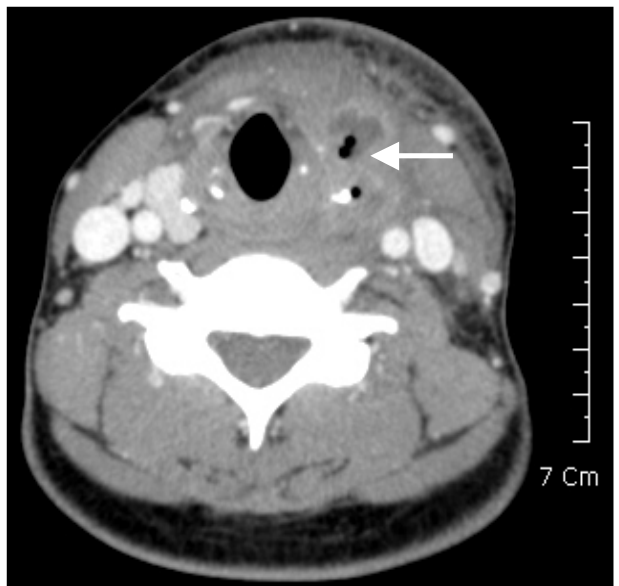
The fourth branchial pouch sinus : Neck CT Scan shows left-sided inflammatory process and air in sinus tract (arrow).
